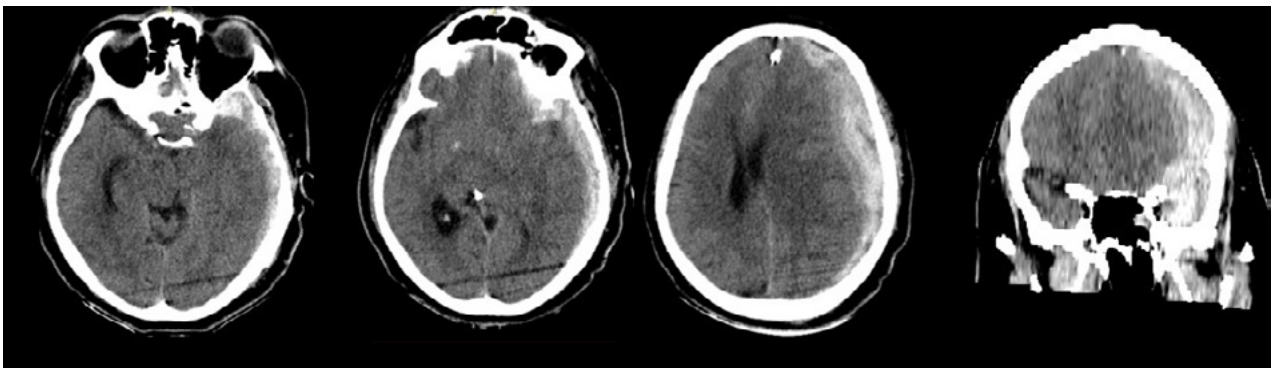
TC sin contraste al momento de su primer deterioro neurológico.
